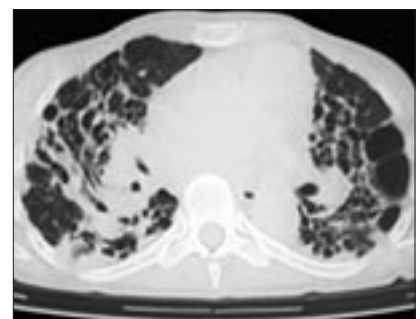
МСКТ, легочное окно. Саркоидоз легких. Нарушение легочной архитектоники – картина «сотового легкого».
